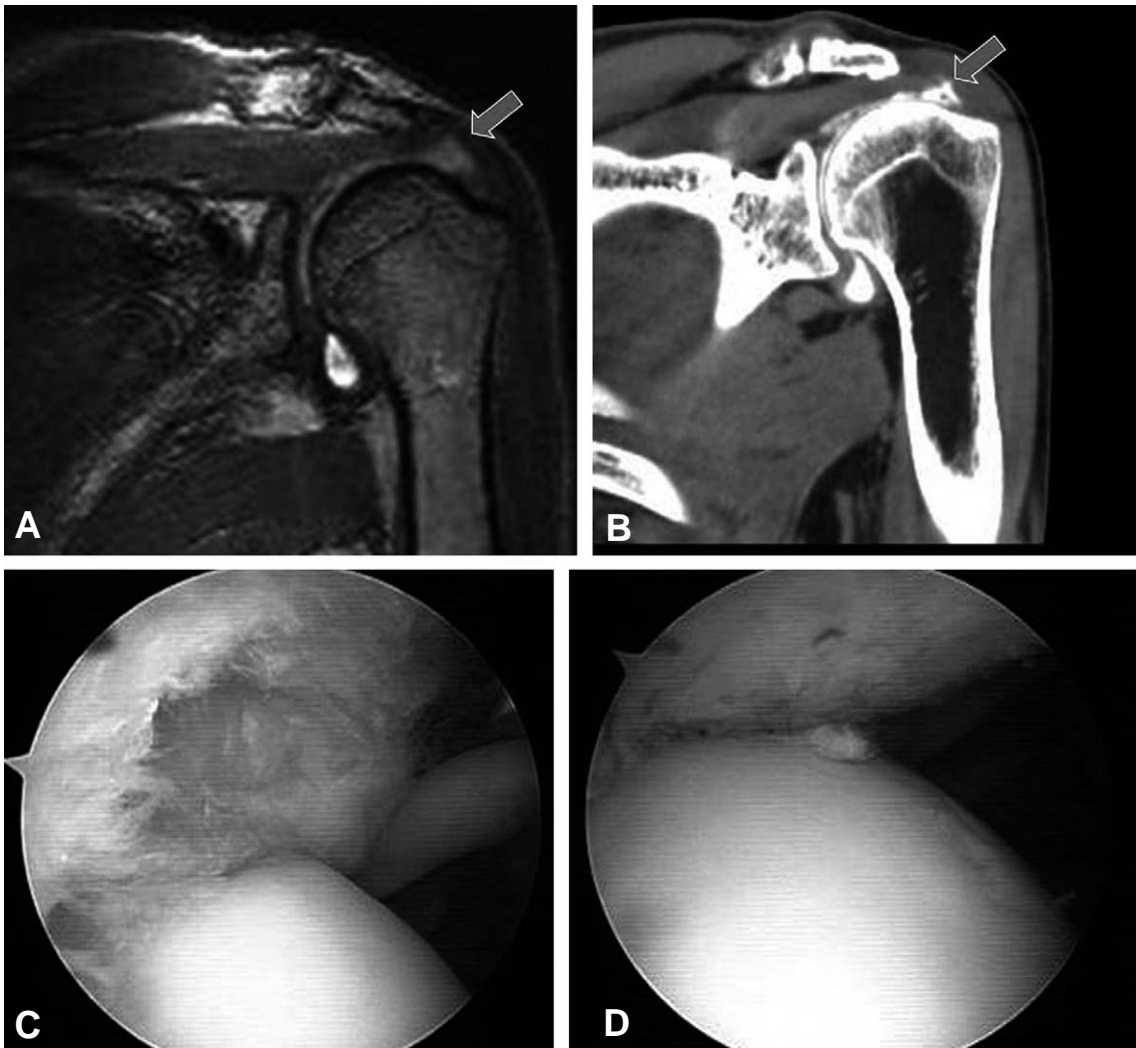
SLAP type IV lesion is well seen on both MR (A) and CT (B) arthrographic coronal images (arrow), confirmed at arthroscopy (C) The lesion is repaired with suture anchor (D).
